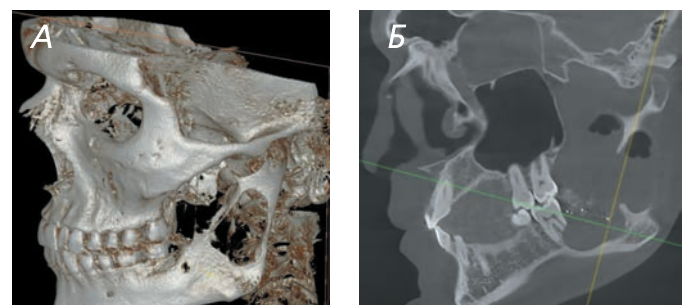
МСКТ пациента М. с опухолевидным образованием нижней челюсти слева
